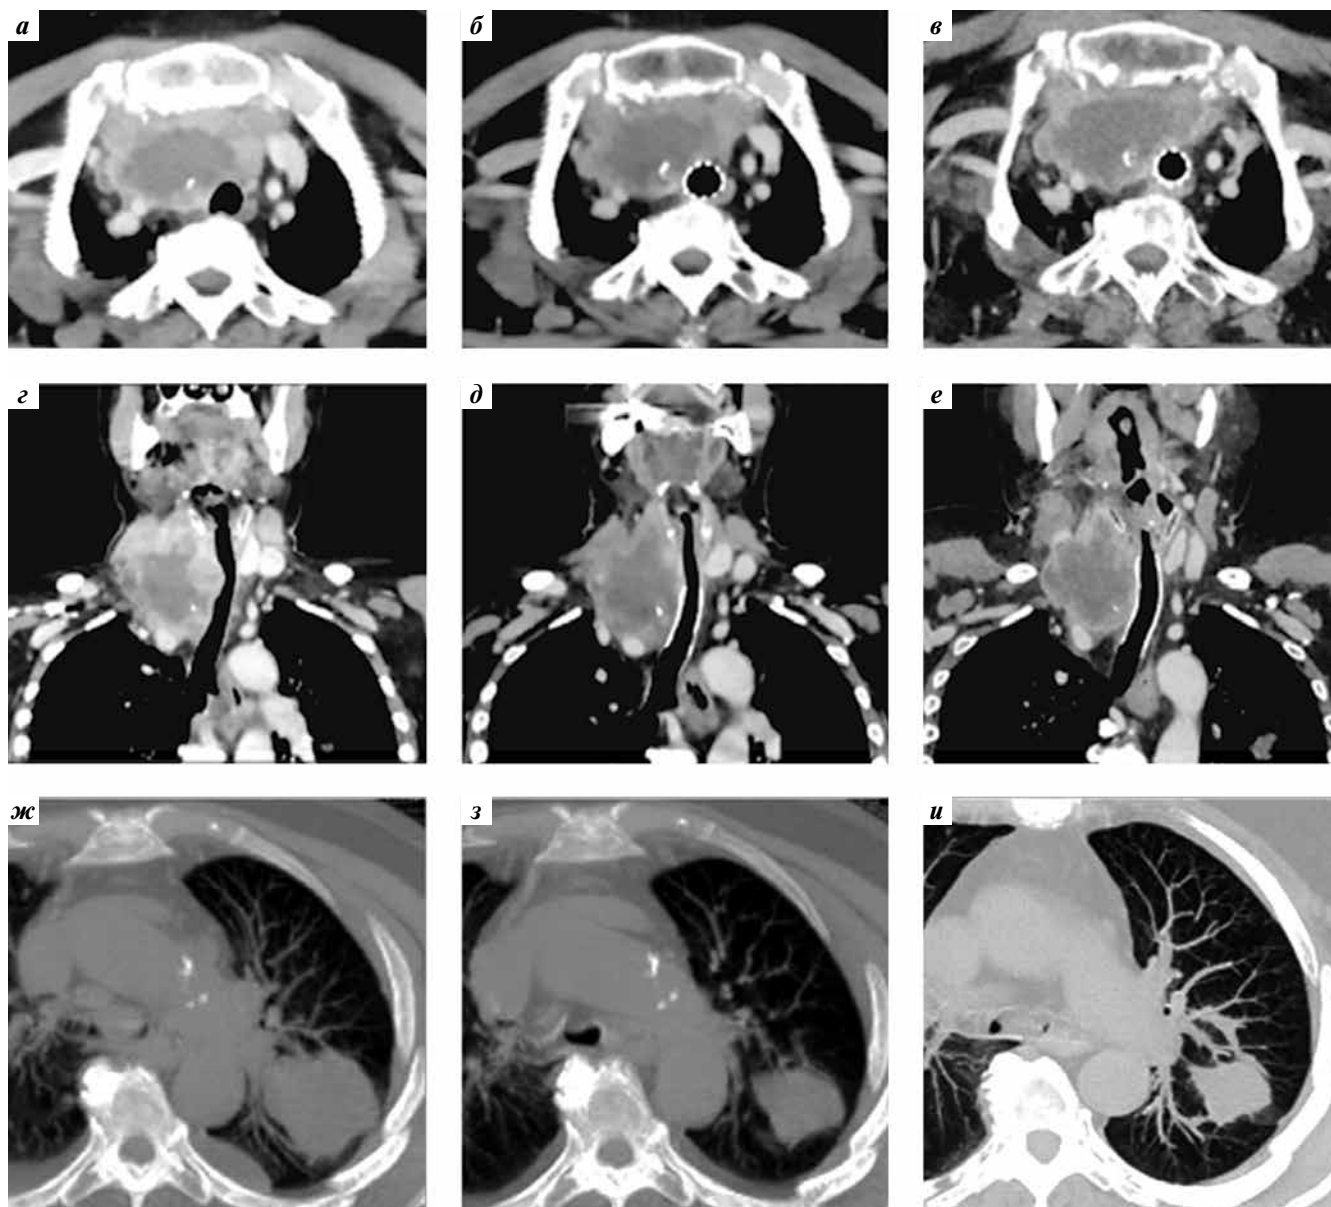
Компьютерная томография шеи (а–е) и грудной клетки (ж–и) до начала лечения (а, г, ж), через 4 нед (б, д, з) и через 10 нед (в, е, и) после начала лечения: а–в – аксиальные срезы на уровне первичной опухоли; г–е – фронтальные срезы на уровне первичной опухоли; ж–и – аксиальные срезы в режиме проекций максимальной интенсивности толщиной 15 мм. Метастаз в левом легком
